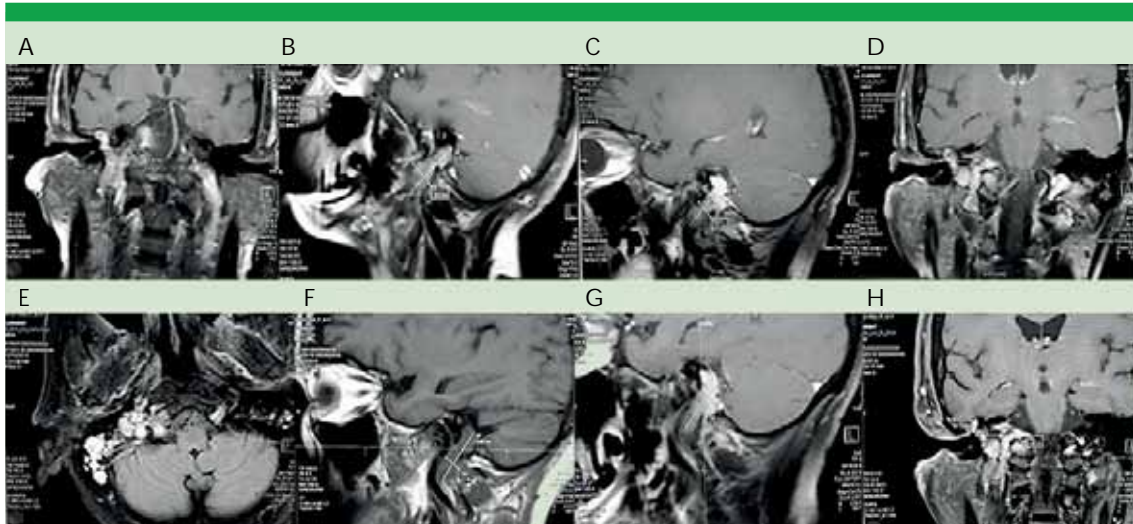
Resonancia magnética cerebral, con mediciones del radiólogo 1. Pretratamiento en corte coronal (A) y corte sagital (B) y postratamiento en corte sagital (C, F y G), coronal (D y H) y axial (E).
